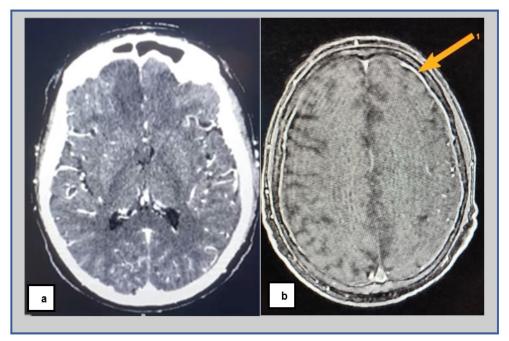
(a) tomografía Axial computarizada con contraste sin datos de trombosis enfermedad ateroesclerótica carotidea y vertebral. (b) RM de cráneo con contraste donde se evidencia engrosamiento meníngeo frontoparietal izquierdo (flecha naranja).
